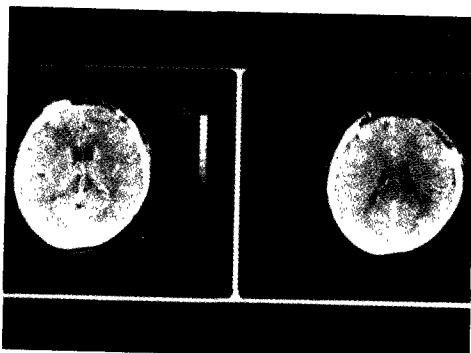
Postoperative CT scan showing complete removal of tumors.
